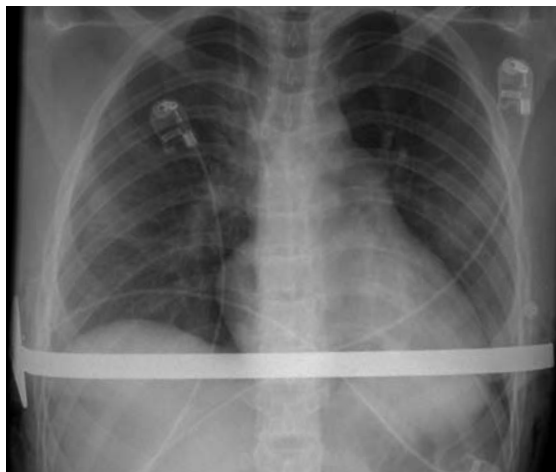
Röntgen Thorax, postoperativ
